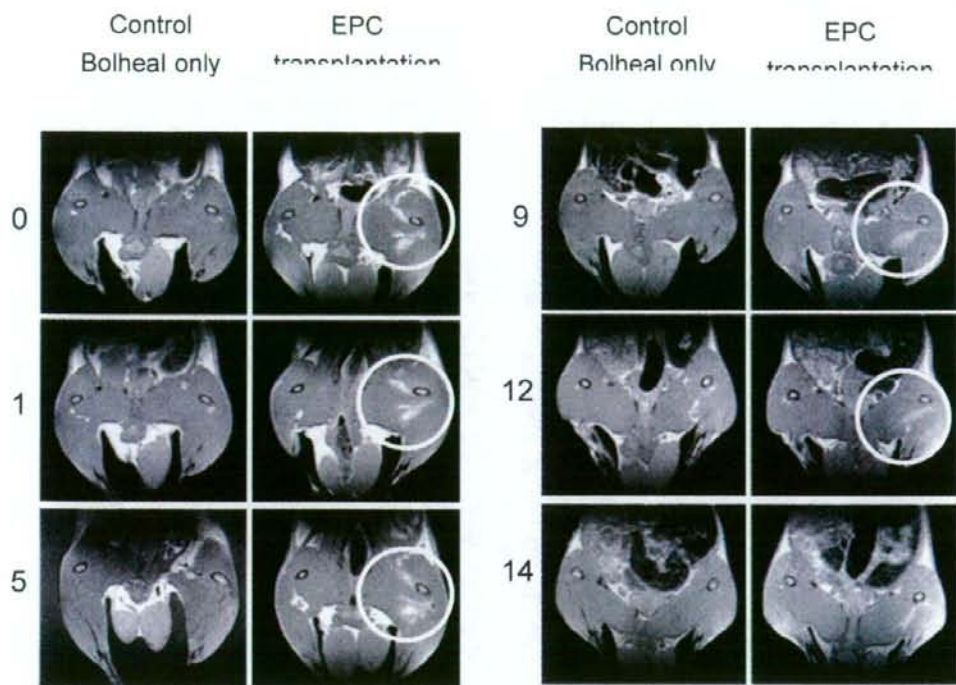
$2 \times 10^7$  個の EPC を虚血部に移植した後、任意の日数における MRI 画像。画像はラットの腰の水平断面図を表す。
